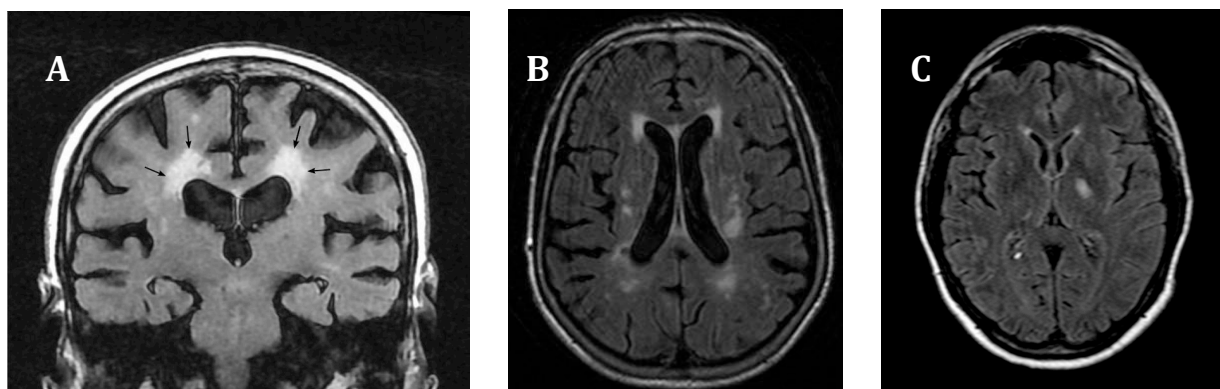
A. RM craneal, corte coronal, secuencia FLAIR: lesiones extensas en sustancia blanca periventricular en un paciente anciano. B. RM craneal, corte axial, secuencia FLAIR: infartos lacunares bilaterales múltiples junto con lesiones de sustancia blanca periventricular. C. RM craneal, corte axial, secuencia FLAIR: infarto lacunar único talámico izquierdo (Tomado de Asensio García y col., 2007).*
